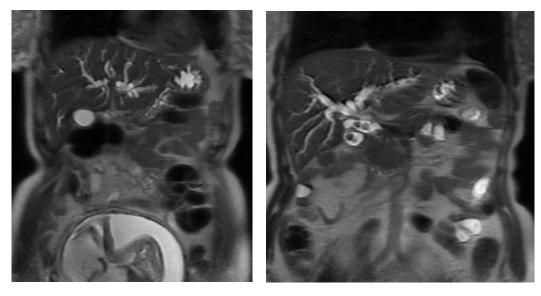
а. МРТ живота. Визуализируются расширенные протоки и плод в матке. Б. МР-холангиограмма. Визуализируются конкременты в желчном пузыре и общем желчном протоке. Больная Р. и/б 32443, 2017 год.
